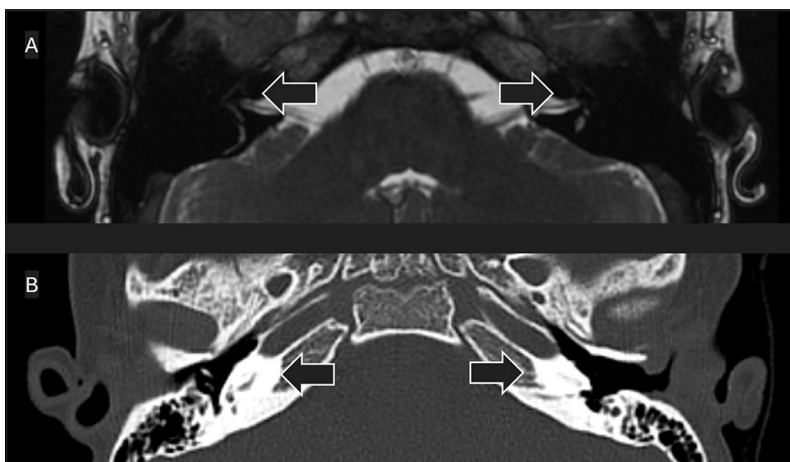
Imágenes correspondientes a paciente de 6 años que a los pocos meses de vida tuvo una MBA y evolucionó con HNS profunda. A) Corte axial de RM de complemento protocolo estudio implante coclear (T2 pesado), donde se ve un vacío de señal en el lugar donde habitualmente se observa la cóclea. B) Corte axial de TC de oídos, es posible observar el desarrollo de laberintitis osificante.
